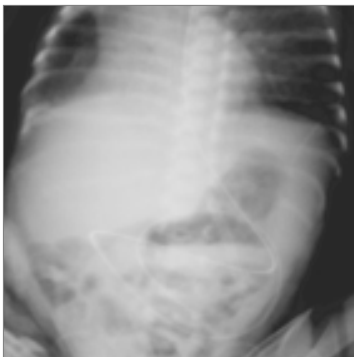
Оглядова рентгенографія на 20-ту добу після другої операції. Ателектаз верхньої частки правої легень
